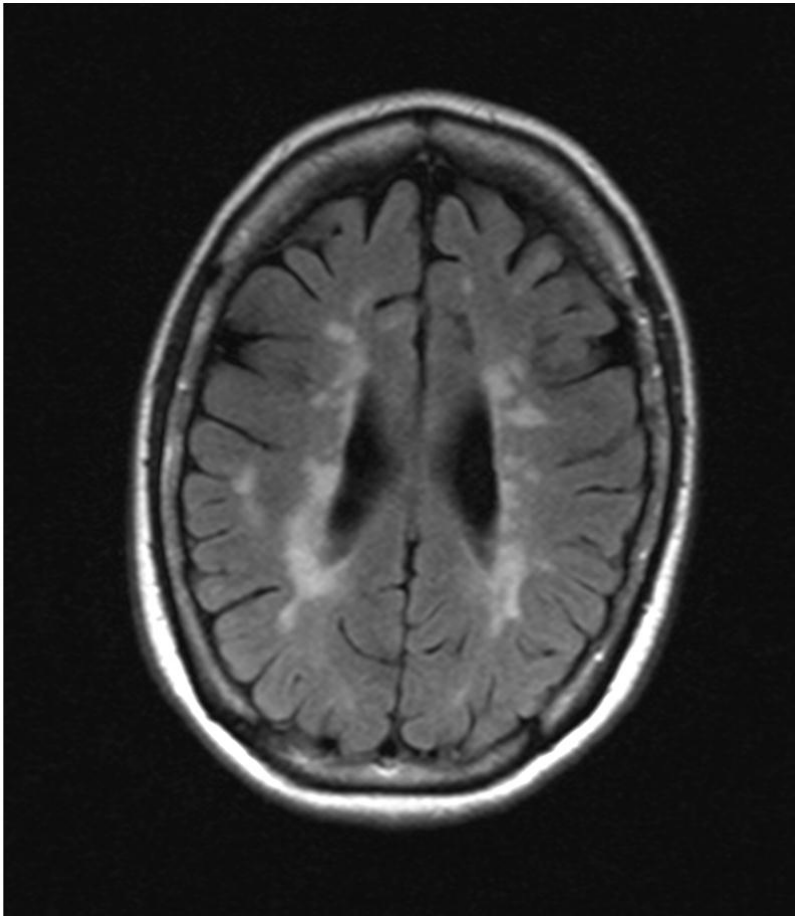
Lesiones hiperintensas en T2-Flair en RM de encéfalo.
